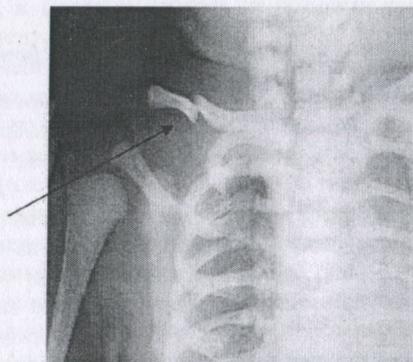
Рисунок №12. Рентгенограмма новорожденного. Перелом ключицы.
